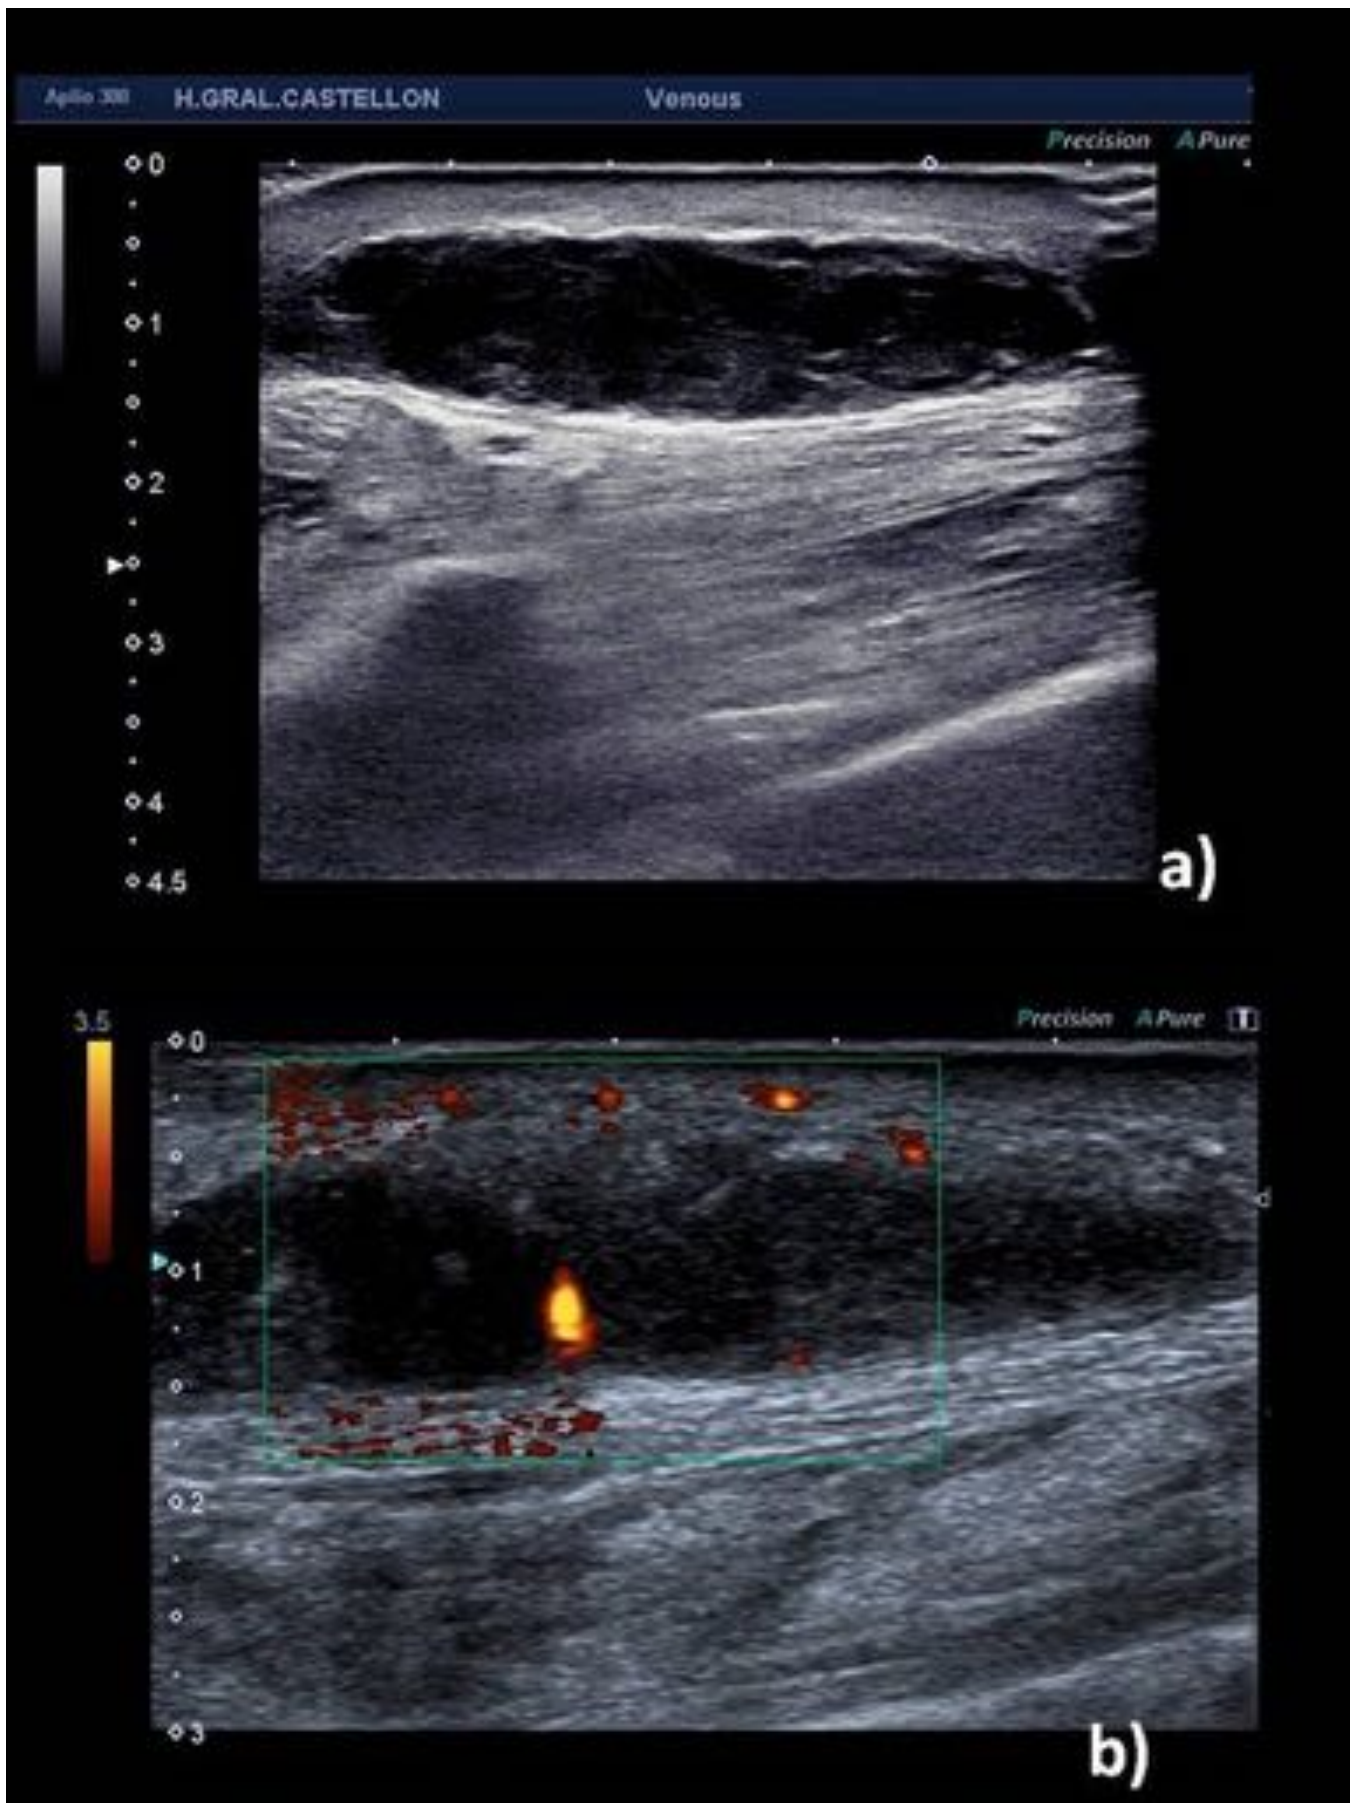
Eco Doppler de MID. a) y b) Se visualiza colección subcutánea de 5,1x12,3 cm en el tejido celular subcutáneo (TCS) de la cara anterior del tercio inferior de la pierna derecha. Colección ovalada, bien delimitada y sin vascularización en su interior es compatible con un hematoma.
